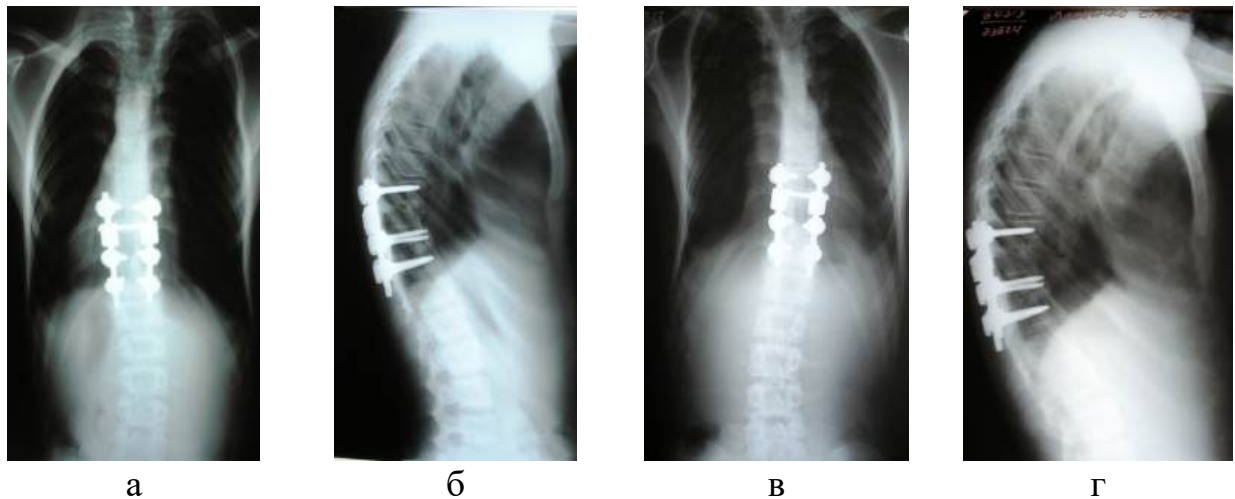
Фотовідбитки післяопераційних рентгенограм хворого Я. через 2 роки після хірургічного втручанняу передньо-задній (а) та бічний (б) проекціях та через 5 років після хірургічного втручання передньо-задній (в) та бічний (г) проекціях
